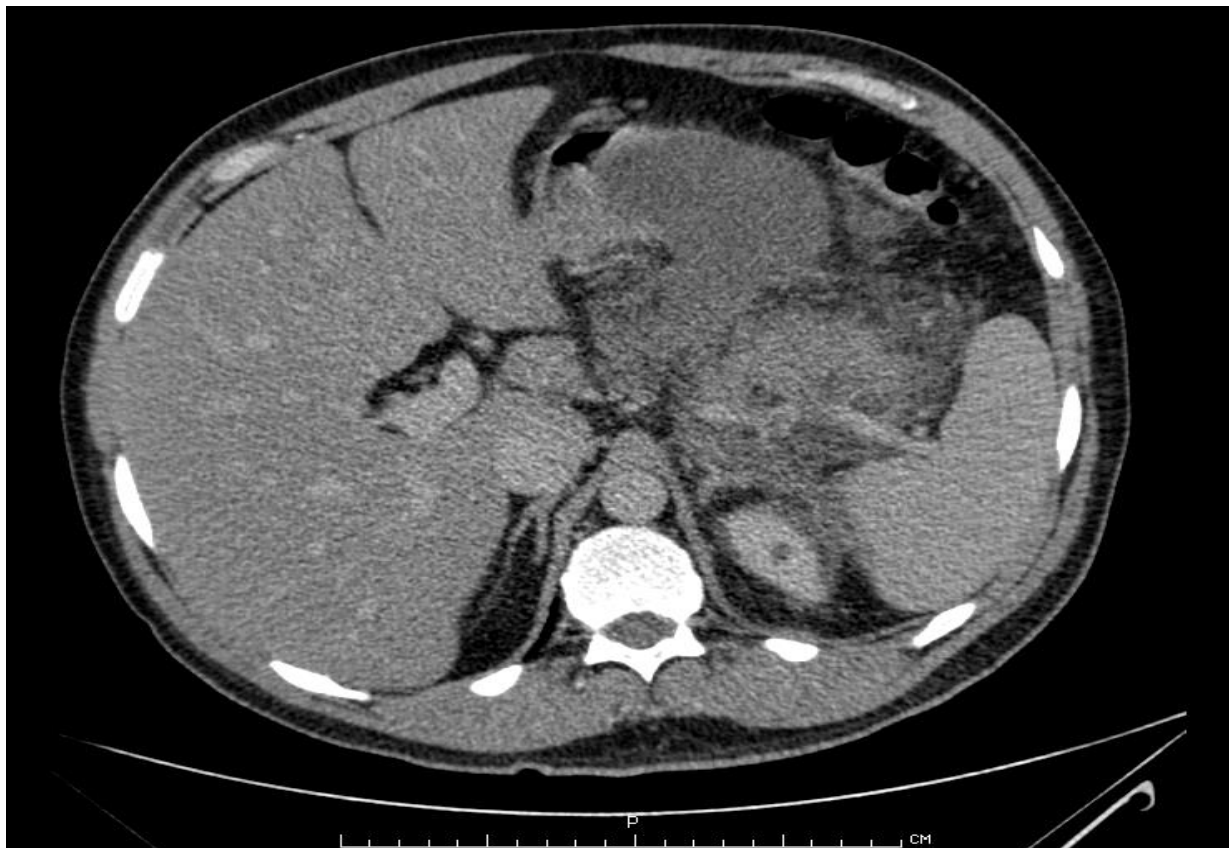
Компьютерная томограмма больного Б., 65 лет, и/б 22998 при поступлении. Панкреонекроз с инфильтрацией перипанкреатической клетчатки и жидкостным скоплением в сальниковой сумки.
